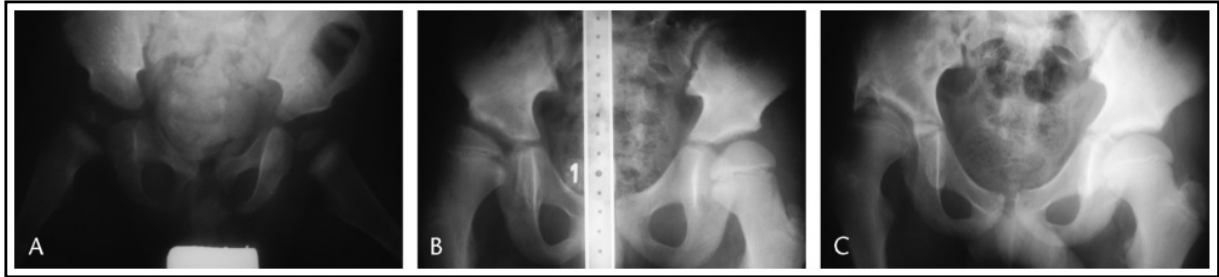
A. infection ostéo-articulaire de la hanche droite chez nouveau né .B, la présence d'un certain degré de subluxation et de dysplasie (séquelle type 1A). C, devant la progression de la subluxation et la douleur une butée acétabulaire a été effectuée à l'âge de 10 ans. A l'âge de 13 ans et 5 mois la radiographie montre une bonne couverture articulaire[70]
